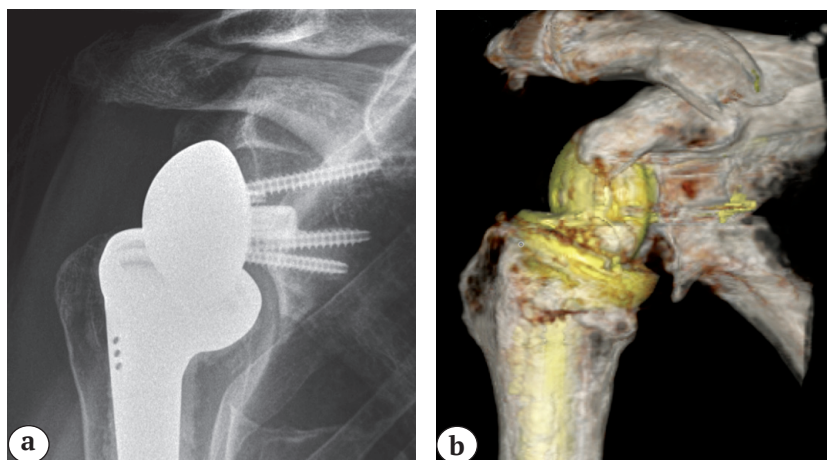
Рентгенограмма (а) и КТ (б) плечевого сустава пациента через 6 лет после реверсивного эндопротезирования плечевого сустава по поводу артропатии плеча на фоне массивного разрыва сухожилий вращательной манжеты: признаки нотчинг-синдрома 3-й степени при удовлетворительном клиничко-функциональном исходе, пациент продолжает вести активный образ жизни
